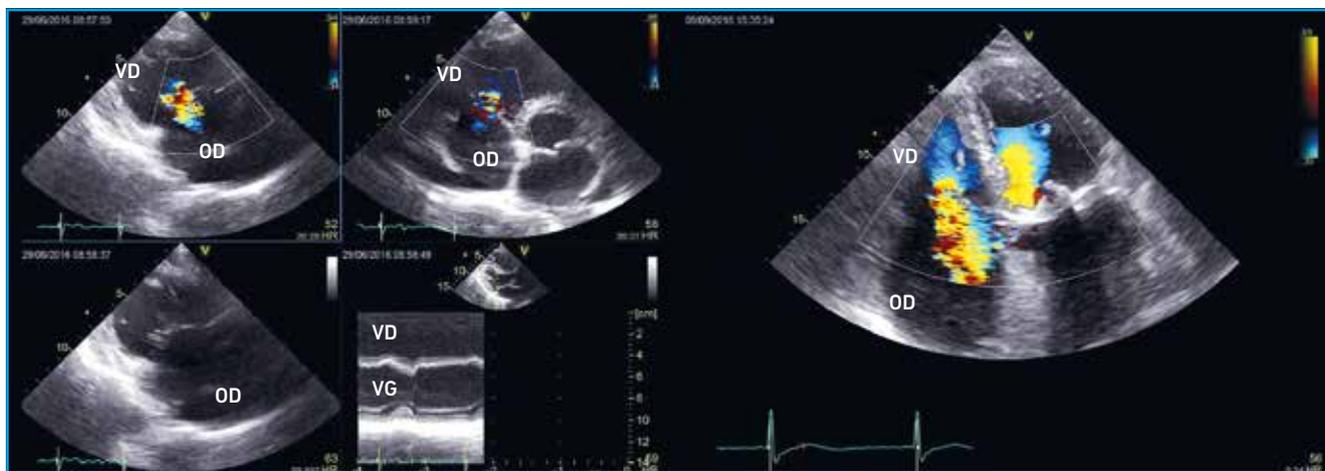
Importance de l'échocardiographie transthoracique et de toutes ses incidences pour bien comprendre et appréhender la valve tricuspide. Ici, les vues parasternale grand axe dirigée vers le ventricule droit, puis petit axe de la base. Mode TM montrant la dilatation ventriculaire droite. Puis, mesure de la vena contracta et de la surface de l'orifice régurgitant en vue apicale 4 cavités.
